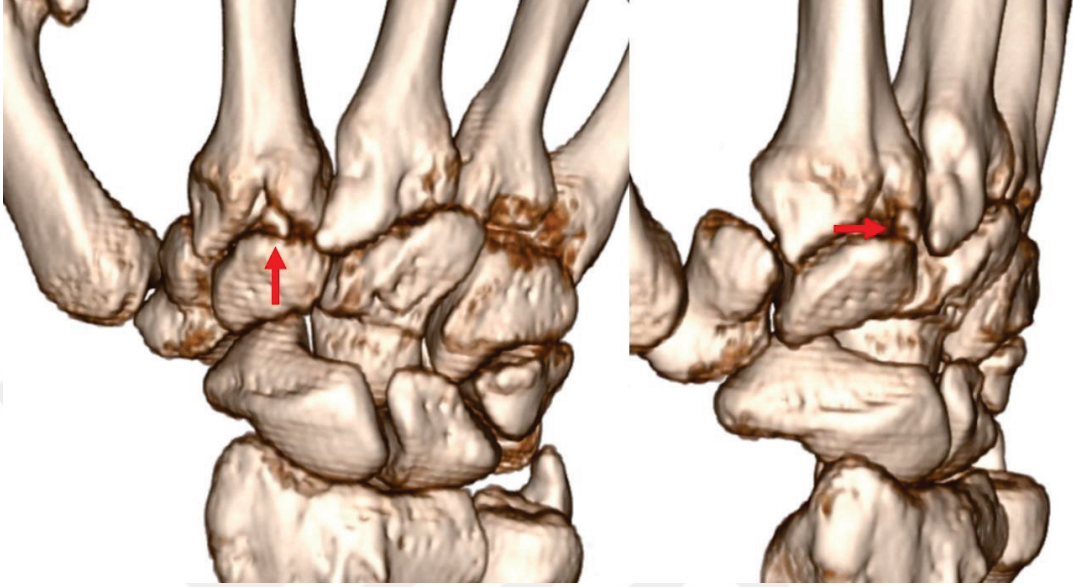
Os trapezoideum secundarium dorsal ve radial taraftan 3D BT görünümü
